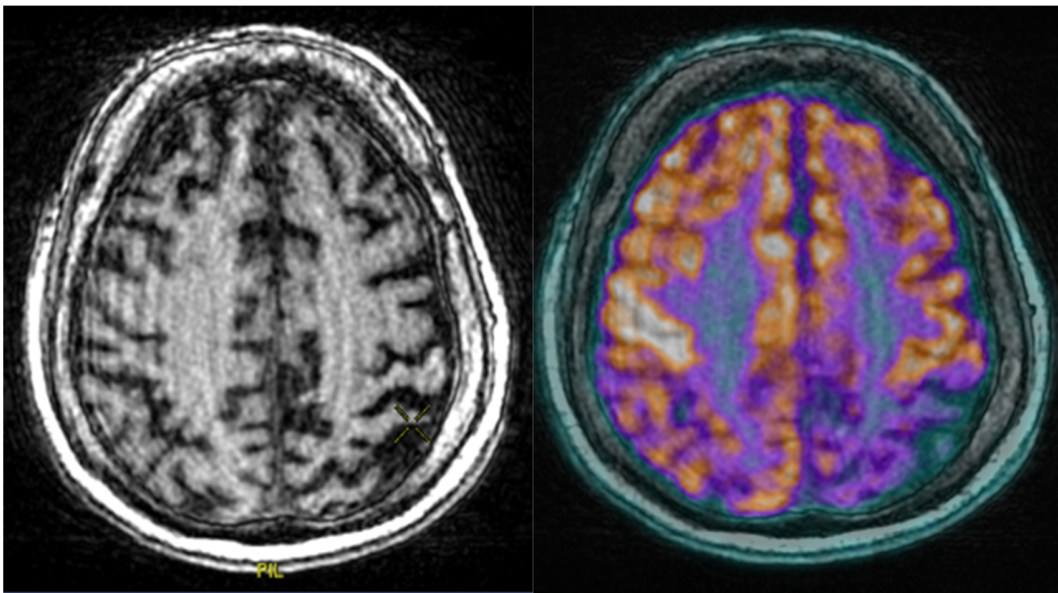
(Paziente 8) si nota ipometabolismo severo in regione temporo-parietale bilaterale più marcato a sinistra concordante con la RM che mostra severa atrofia temporale, insulare, parietale sinistra e insulare destra.
